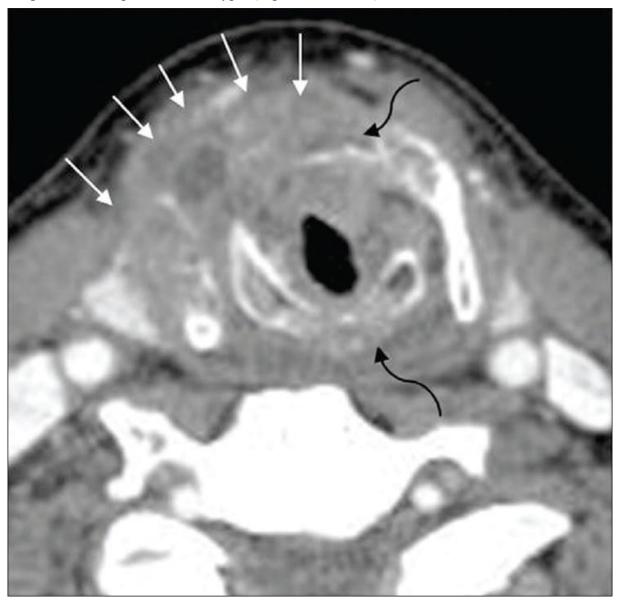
Advanced subglottic SCC. Axial CT image through the subglottis in another patient shows a circumferential subglottic mass with destruction of the cricoid and the thyroid cartilages (curved black elbow arrows) and extralaryngeal spread of tumor (thin white arrows)
